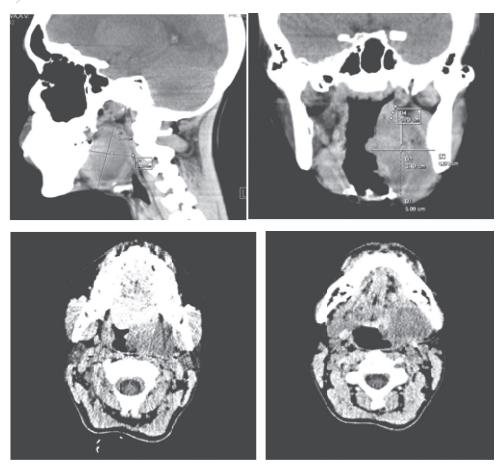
МРТ глотки с внутривенным контрастированием больной К.
